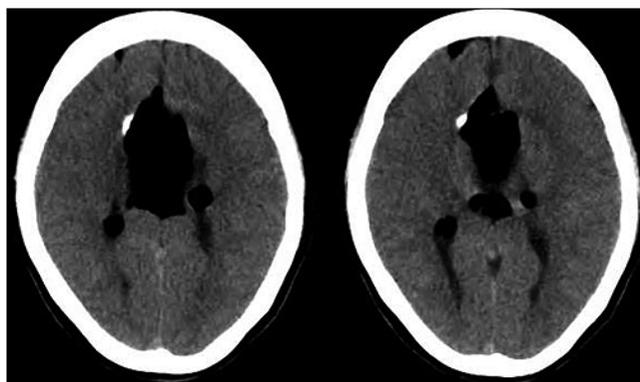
Computed tomography (CT) brain simply showing slightly rounded hypodense lesion, irregular edges, located in frontal midline supratentorial level, slight compression effect of adjacent parenchyma, no other injuries, open basal cisterns.
